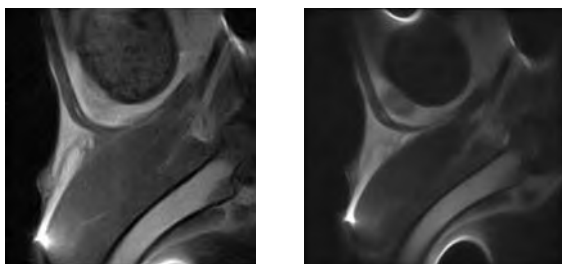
RM (T2): Edema ossi homogeni del fèmur proximal, secundari a la descompressió central del cap femoral.
